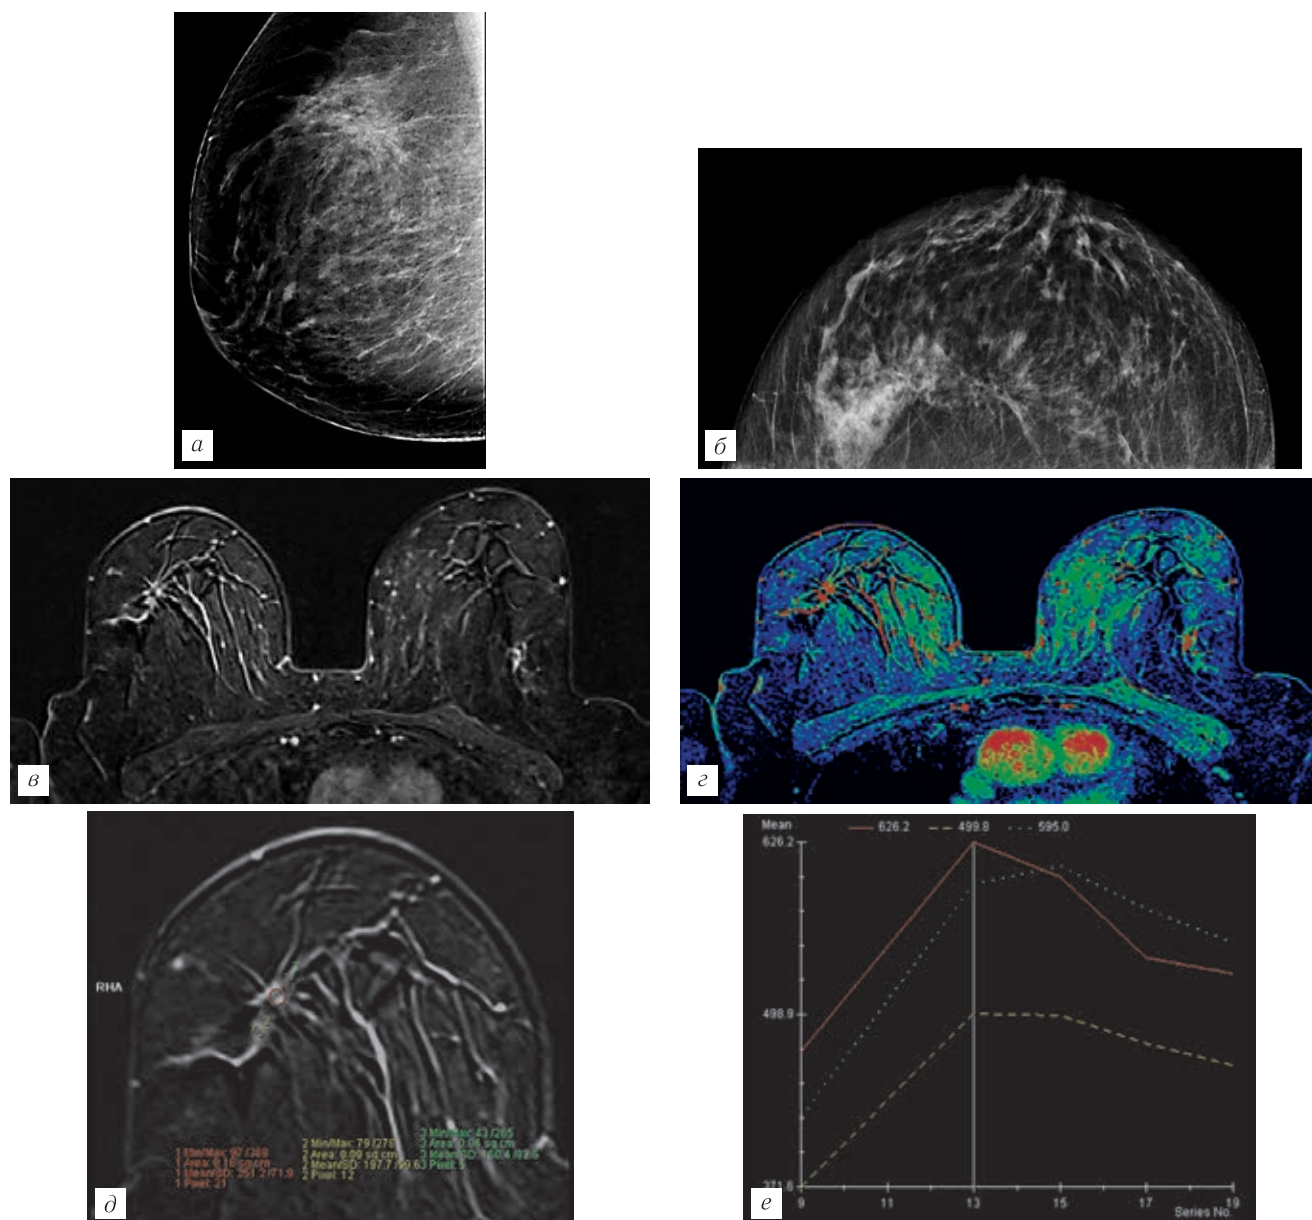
МГ правой МЖ в косой проекции. Участок тяжистой перестройки структуры ближе к границе верхних квадрантов (а); МГ правой МЖ в прямой проекции. Участок тяжистой перестройки структуры ближе к границе верхних квадрантов (б); постконтрастная серия T1 FS на 58-й секунде от введения КС. В правой МЖ визуализируется участок усиления интенсивности сигнала без видимого узла, с гетерогенным контрастированием и тяжистыми контурами (в); параметрическая карта Wash In — выраженное повышение интенсивности сигнала от выявленного участка в фазу накопления — признаки гиперваскуляризации (г); МРТ МЖ выявленный участок в правой МЖ с контрастированием (д); кинетические кривые участка усиления в правой МЖ без видимого узла III типа (е).
